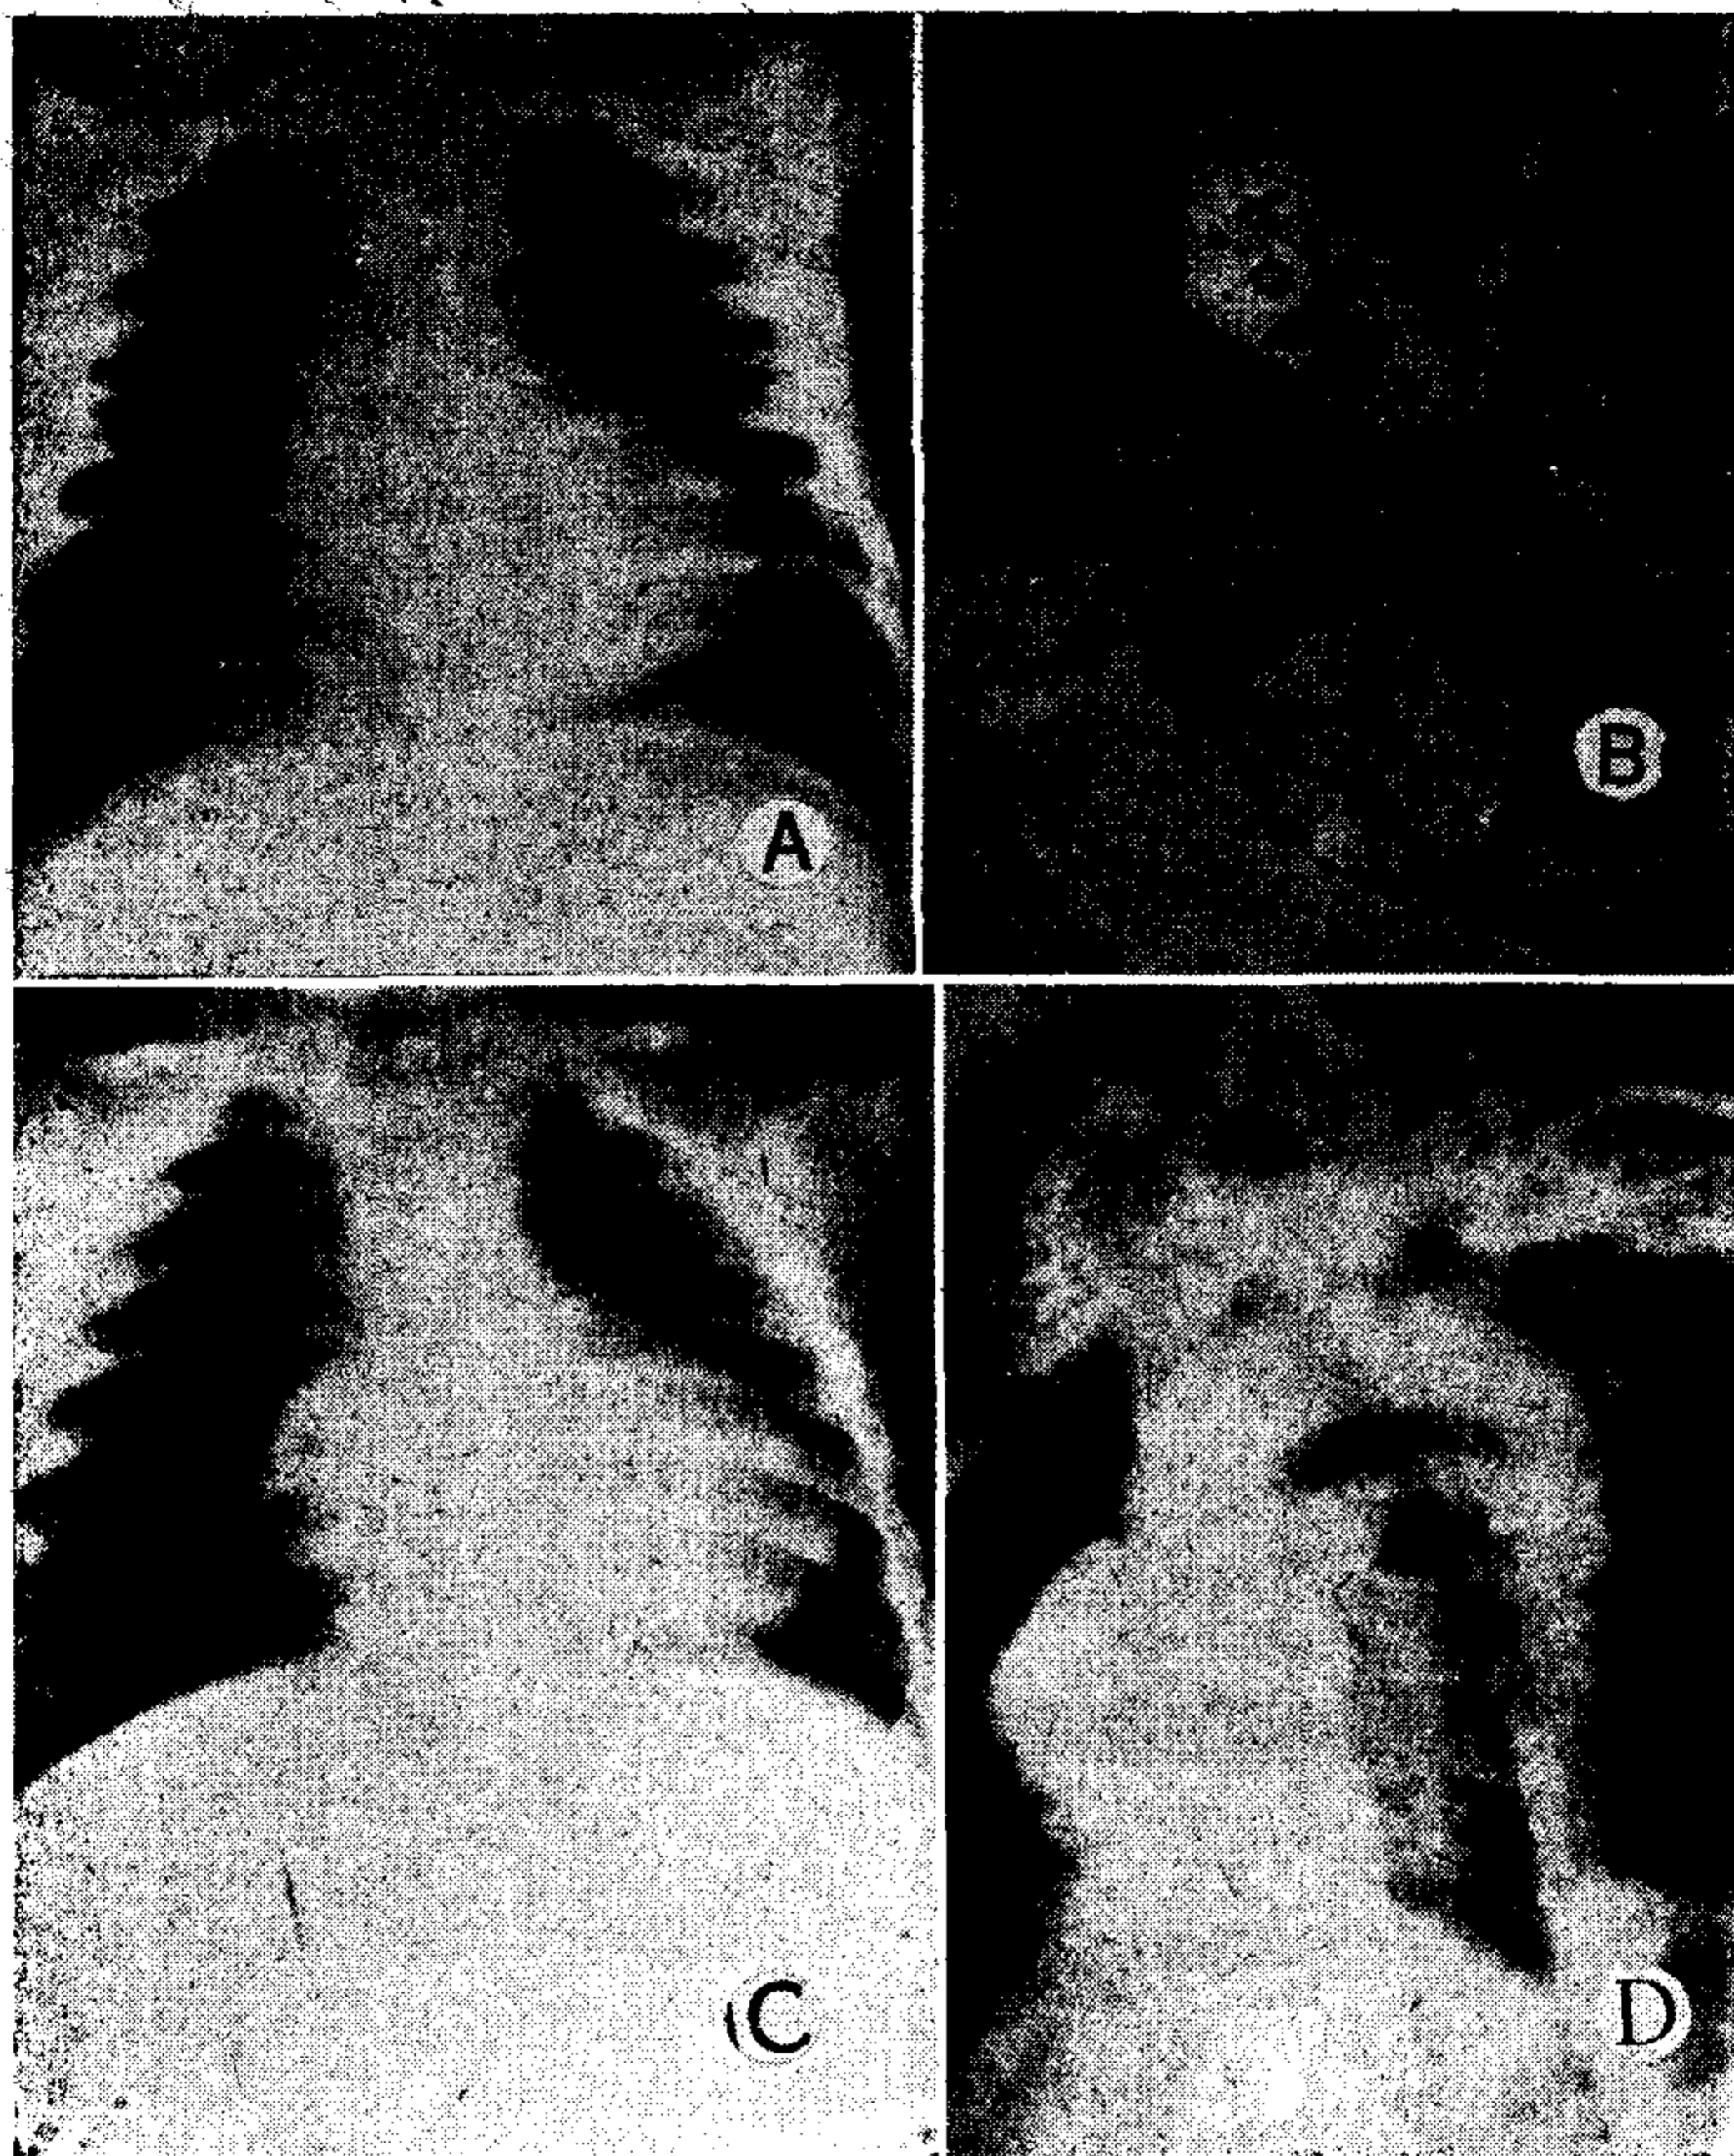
TETRALOGIA DE FALLOT: A) Telerradiografía de un caso en el cual existía una atresia de la arteria pulmonar. B) Pieza mostrando la pulmonar atrésica (A.P.) cuyas ramas son irrigadas por un conducto arteriovenoso (ductus). El ventrículo derecho (V.D.) es de gran tamaño y forma prácticamente toda la cara anterior del corazón. C) Telerradiografía en un caso en el cual había agrandamiento cardíaco y atresia pulmonar. D) Angiocardiografía en O.A.I.
